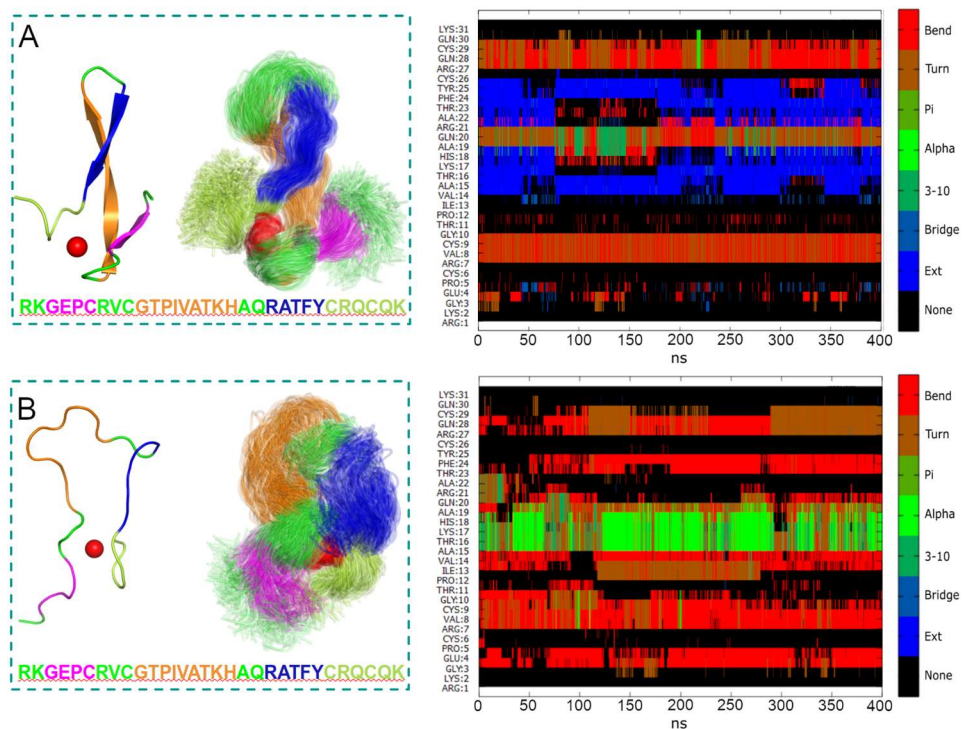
Результаты свободного МД-моделирования. Слева начальная структура и визуализация МД-траектории в виде совмещенных структур. Справа визуализация вторичной структуры вдоль траектории. А. Изолированный цинковый палец со структурой аналогичной рентгеновской В. Цинковый палец с одной из неупорядоченных структур, которые получались при использовании ЯМР ограничений.
